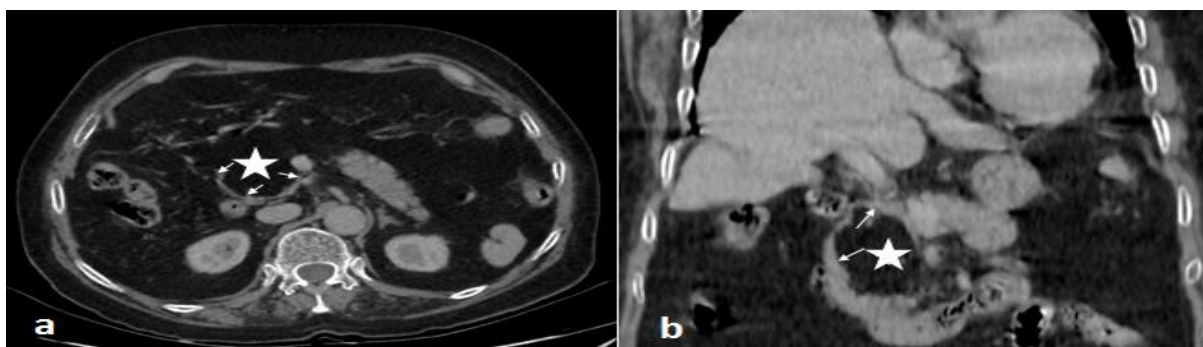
TDM Abdominale en coupes axiale (a) et coronale (b), chez une patiente de 55 ans présentant un lipome de la tête du pancréas (*) de découverte fortuite. La tumeur est bien limitée, de densité grasseuse homogène, non rehaussée après injection de produit de contraste. Elle refoule le parenchyme pancréatique et les structures vasculaires en périphérie (→).
